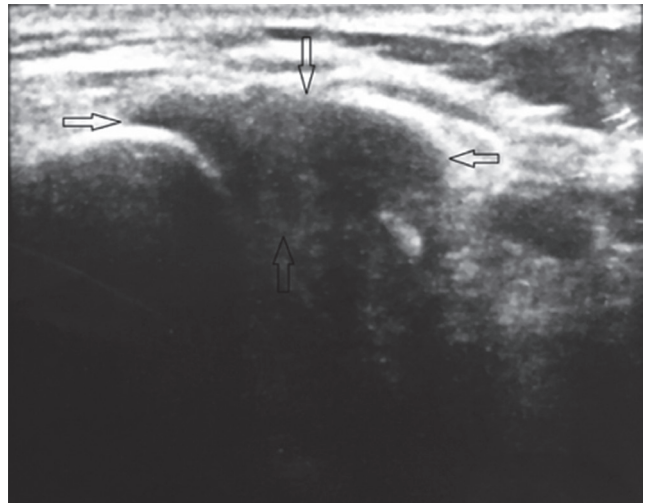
The surface ultrasound sonography test of the sternoclavicular joint region showed a soft tissue edema
